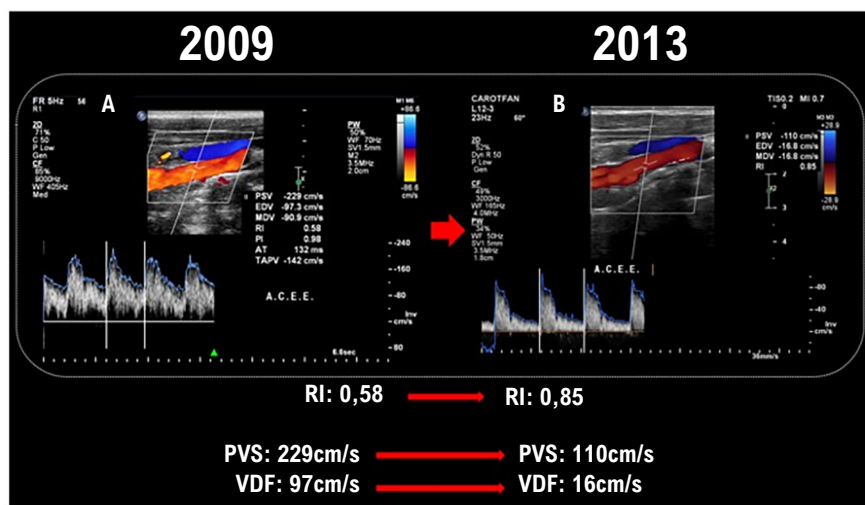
Imagens comparativas do padrão de velocidades ao Doppler espectral avaliando a ACEE em 2009 (A) e 2013 (B). Observa-se significativa redução das velocidades sistodiastólicas e aumento do índice de resistência nesse segmento. ACEE: artéria carótida externa esquerda; IP: índice de pulsatilidade; PVS: pico de velocidade sistólica; RI: índice de resistência; VDF: velocidade diastólica final.
